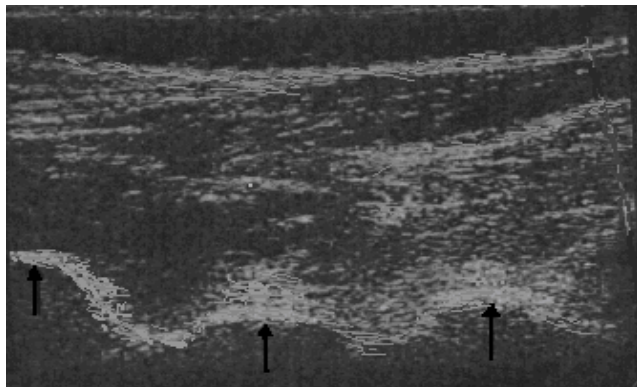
Sonographiebefund: Längsschnitt über den Wirbelgelenken
